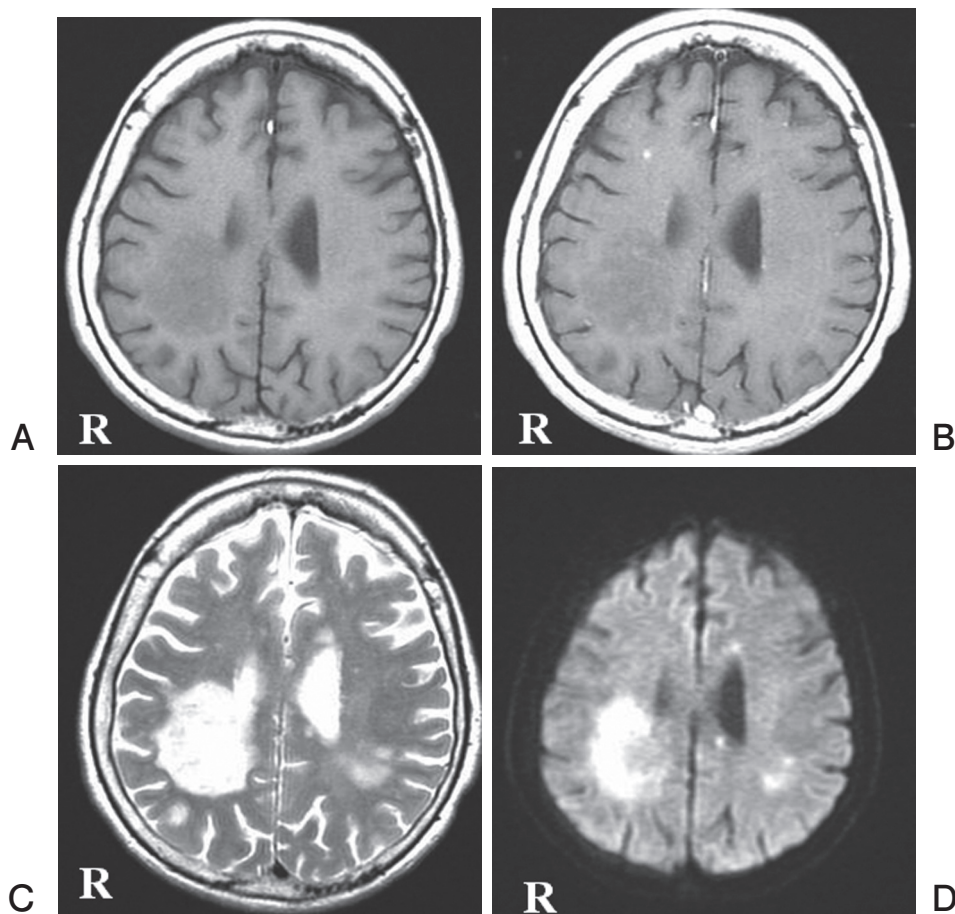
Axial T1-weighted magnetic resonance image showing low intensity area in the right parietal white matter (A). The lesion was not enhanced with gadolinium (B). T2-weighted image (C) and diffusion weight image (D) showing regions of higher intensity.
